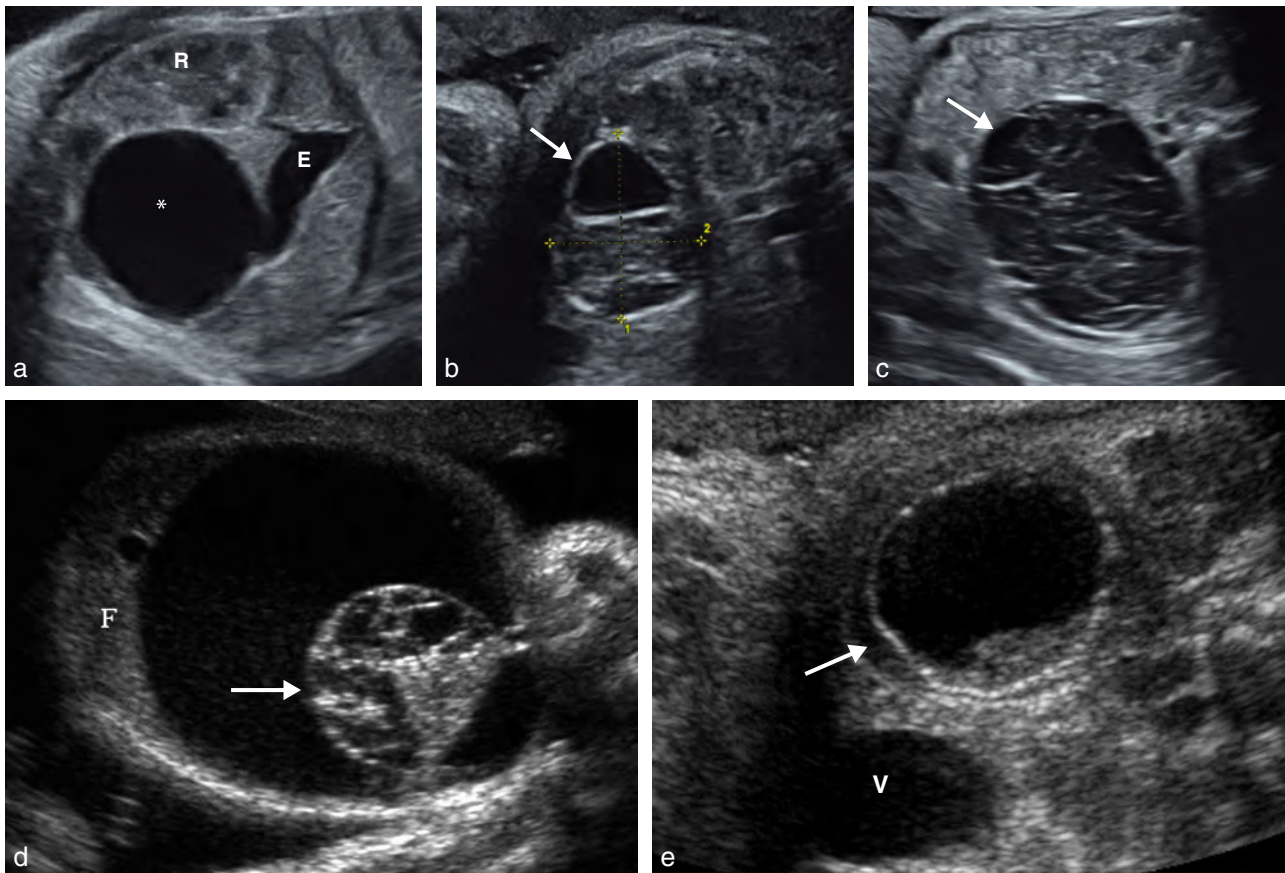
Kystes de l'ovaire. a. 34 SA. Coupe parasagittale gauche. Formation anéchogène (*), prérenale (R) et sous-gastrique (E) évoquant chez un fœtus de sexe féminin un kyste de l'ovaire non compliqué jusqu'à preuve du contraire. b et c. Kystes de l'ovaire (→) dont la sémiologie échographique évoque une complication à type d'hémorragie. Dépôt de sédimentation à gauche, travées de fibrine à droite (35 SA pour les deux fœtus). d. Hémorragie intrakystique : augmentation importante du volume jusqu'au foie (F), caillot rétractile (→). e. Torsion : œdème pariétal avec dédoublement du contour (→), et échos déclives (V : vessie).
